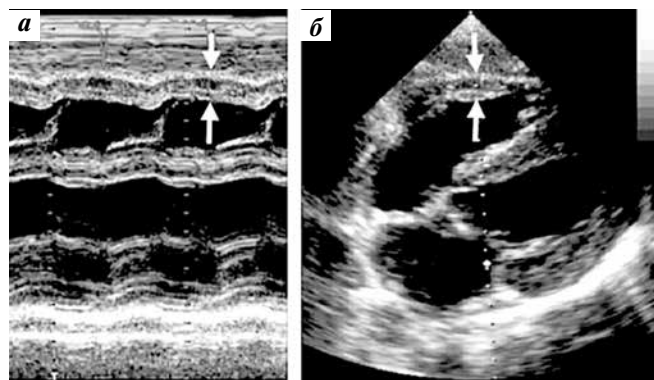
Эхокардиограммы измерения толщины стенки правого желудочка сердца (показано стрелками) в режимах М (а) и В (б)
